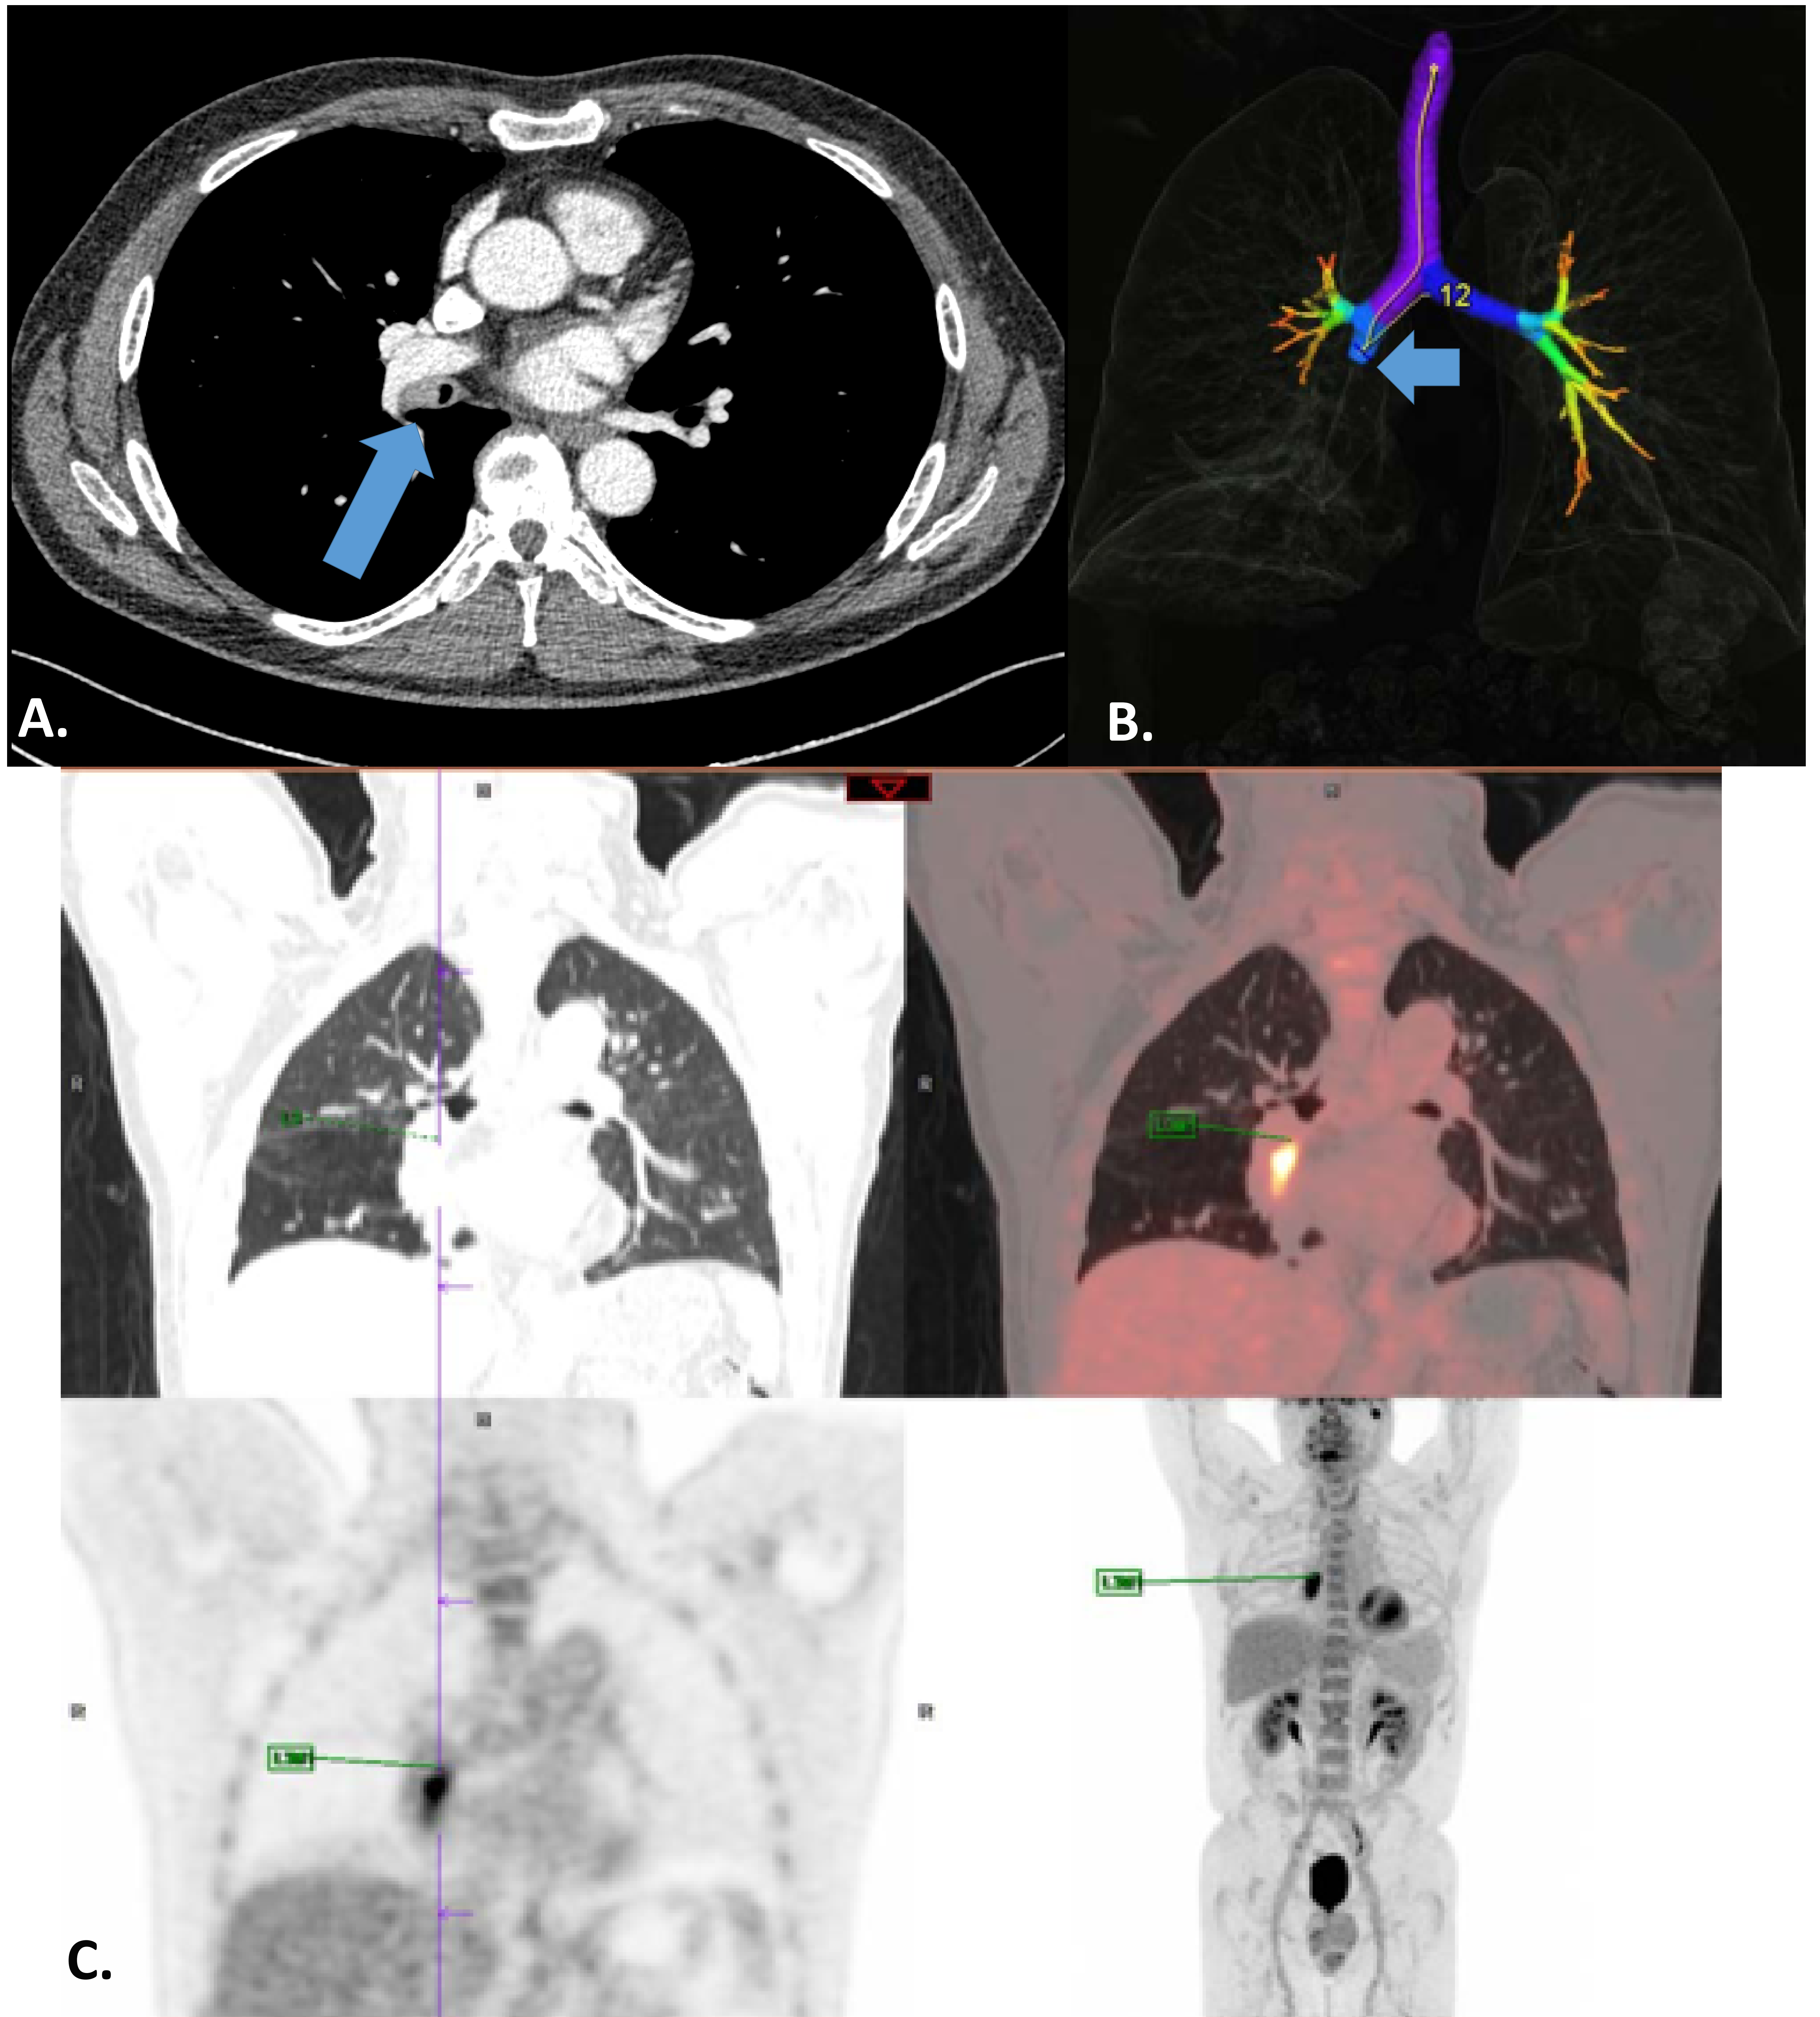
Varón de 65 años con CCE bronquial con tos y disnea. A. La imagen axial de TC muestra una lesión focal que ocupa >50% de la luz del bronquio intermedio (flecha). B. La reconstrucción 3D muestra la interrupción del árbol traqueobronquial en el bronquio intermedio (flecha). C. La imagen FDG-PET / TC muestra una captación intensa dentro del tumor (marca verde). Se realizó biopsia guiada por broncoscopia. El resultado de la patología fue el carcinoma de células escamosas.
